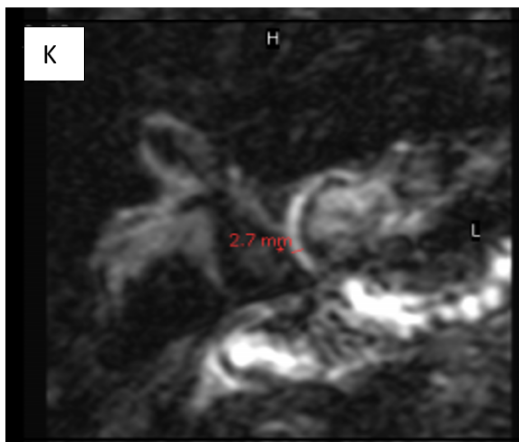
Discreta dilatación de vía biliar intrahepática. No se identifican lesiones obstructivas ni cálculos. Imagen obtenida de IDACA – Colangiografía por resonancia magnética.
